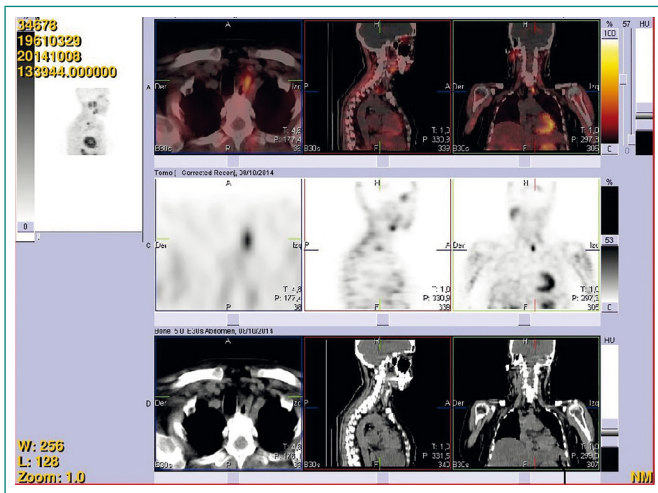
SPECT/TC de paratiroides inicial
